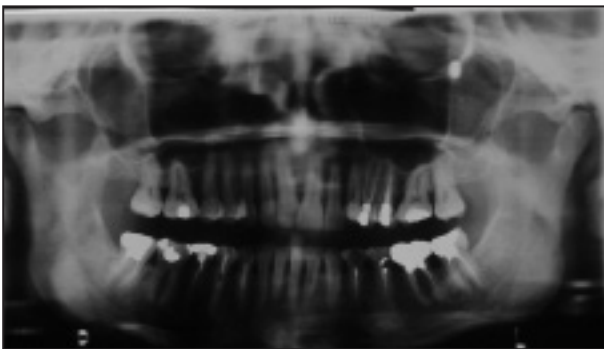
Orthopantomogramme.
